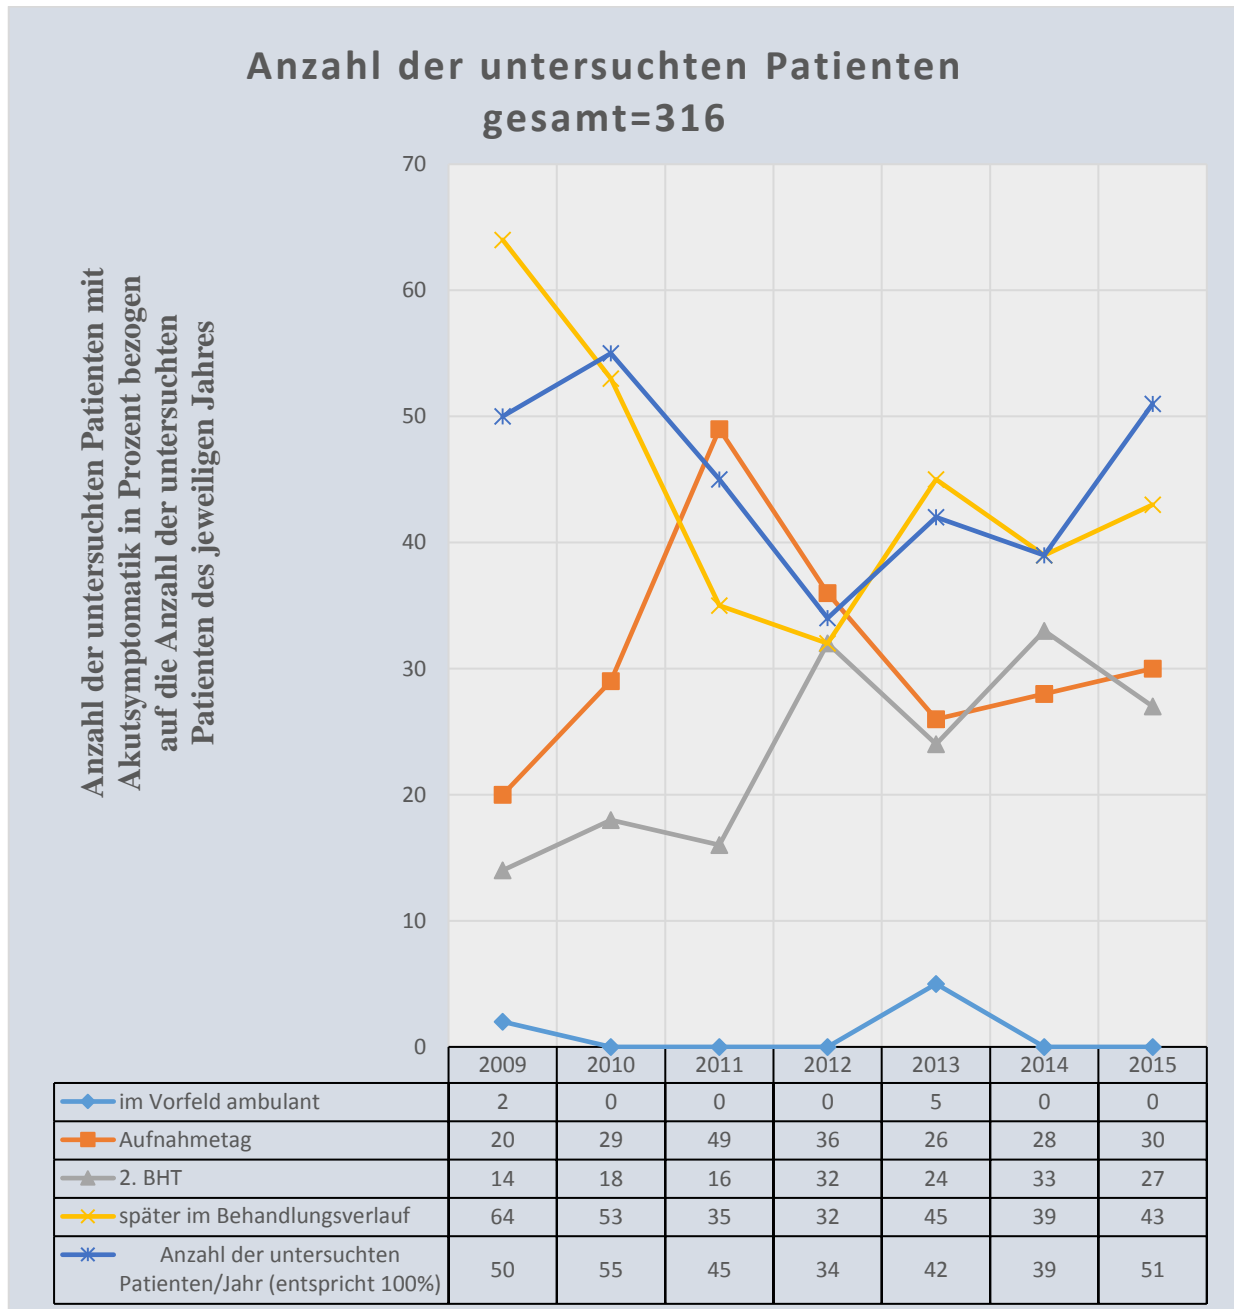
Zeitpunkt der durchgeführten Computertomographie des Abdomens bei Akutaufnahme
